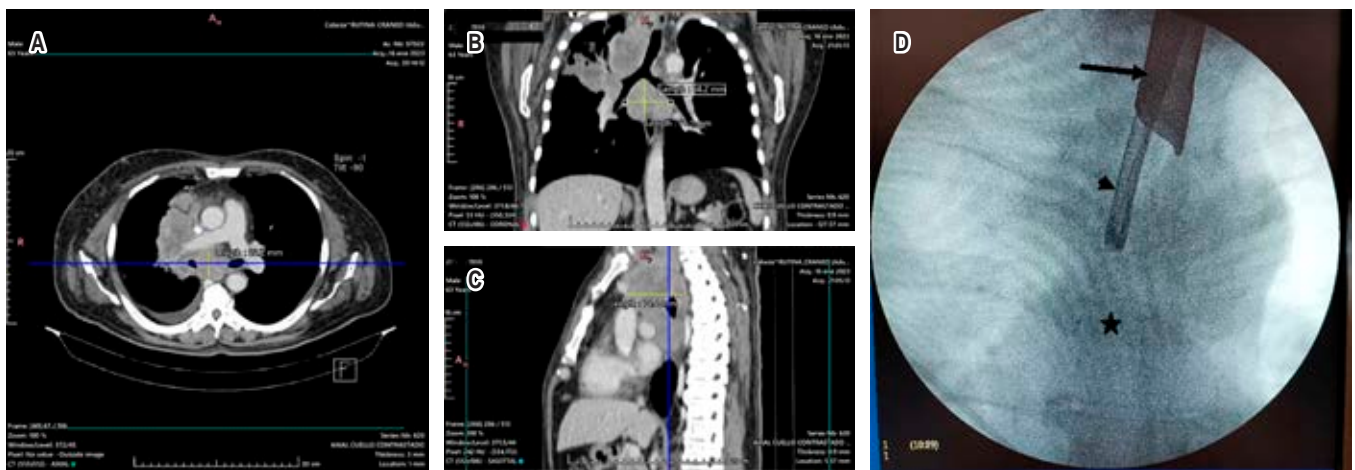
Tomografía de tórax contrastada ventana para mediastino con medición de ganglio mediastinal estación VII en corte axial (A), coronal (B) y sagital (C). D) Imagen de fluoroscopia en la que se aprecia broncoscopia rígida (flecha), broncoscopia flexible (punta de flecha), ganglio mediastinal en estación ganglionar VII (estrella).
